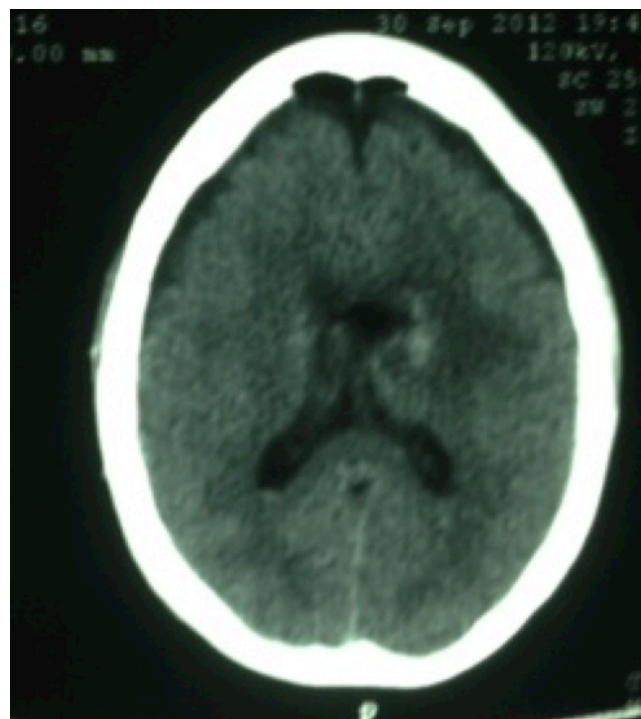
TAC post operatorio. Resección macroscópica completa.
